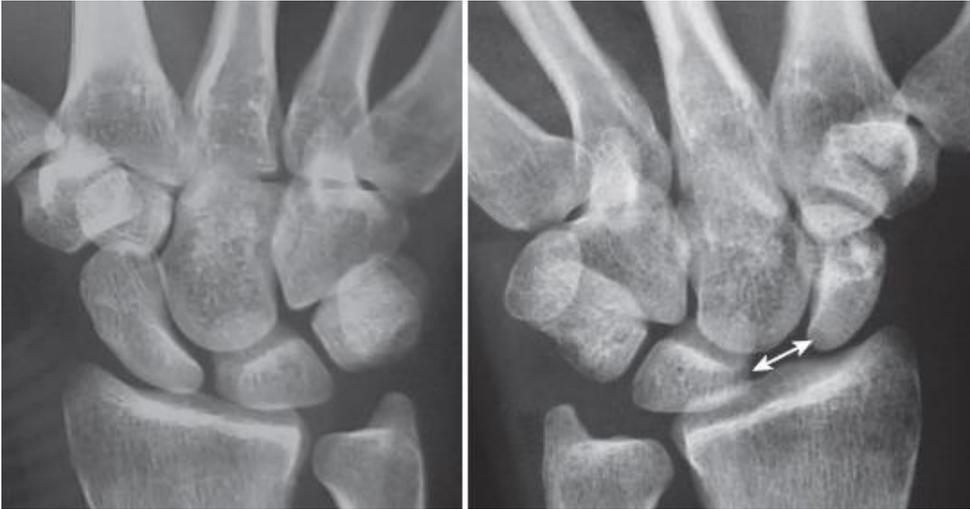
Radiographies bilatérales montrant un diastasis scapho-lunaire
